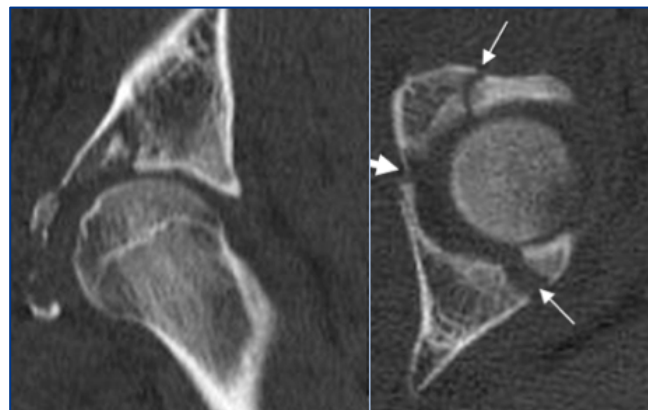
Otras pruebas de imagen. TC que muestra fractura de acetábulo.
